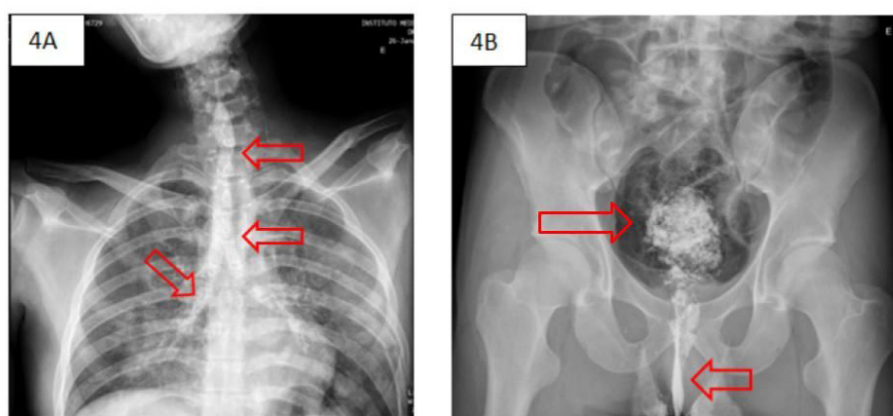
A) Radiografia da região torácica. Presença de rejeito de minério preenchendo a traqueia e brônquios primários, indicado pelas setas vermelhas. B) Radiografia da pelve. Material radiopaco localizado nas alças intestinais e canal e ampola retal, ambos indicados pelas setas vermelhas.
